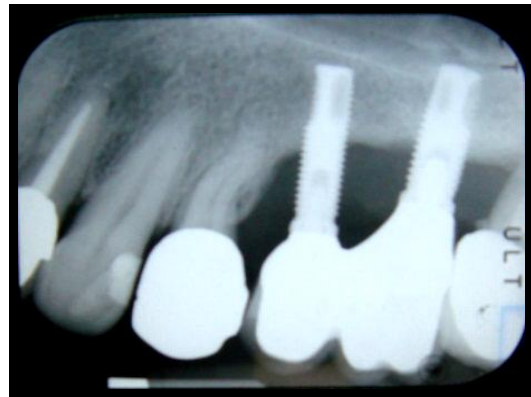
Piezas 26-27. Radiografía el día de la revisión (8 años en función).
